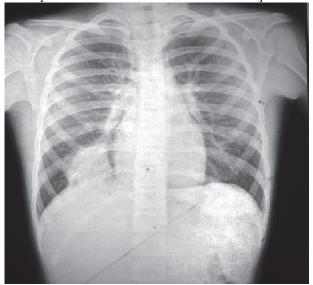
Рентгенотомограмма. Нагноившаяся рецидивная эхинококковая киста нижней доли правого легкого, с бронхит и пневмонитом (прямая проекция)
